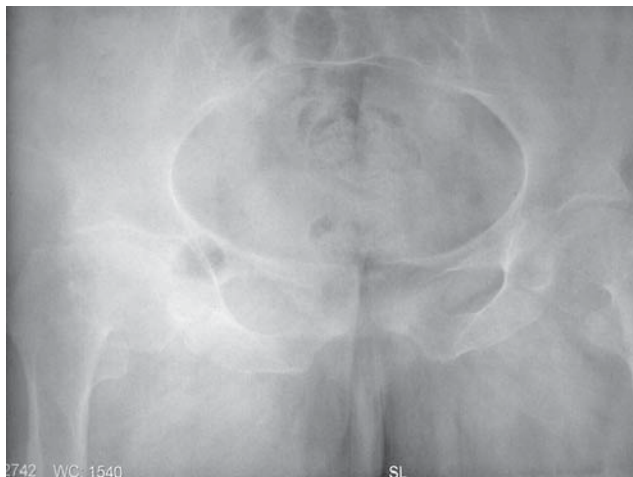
Pelvic radiograph
